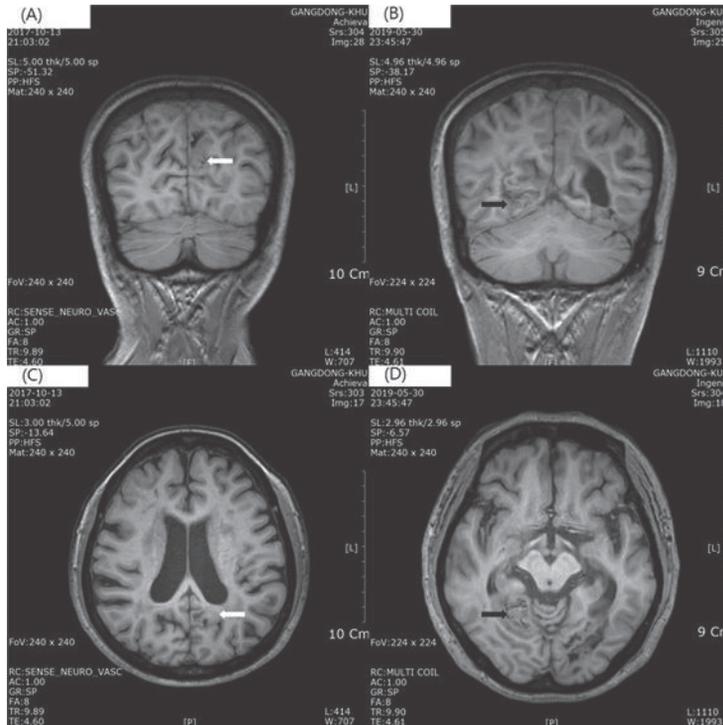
Brain MRI imaging of patient.
